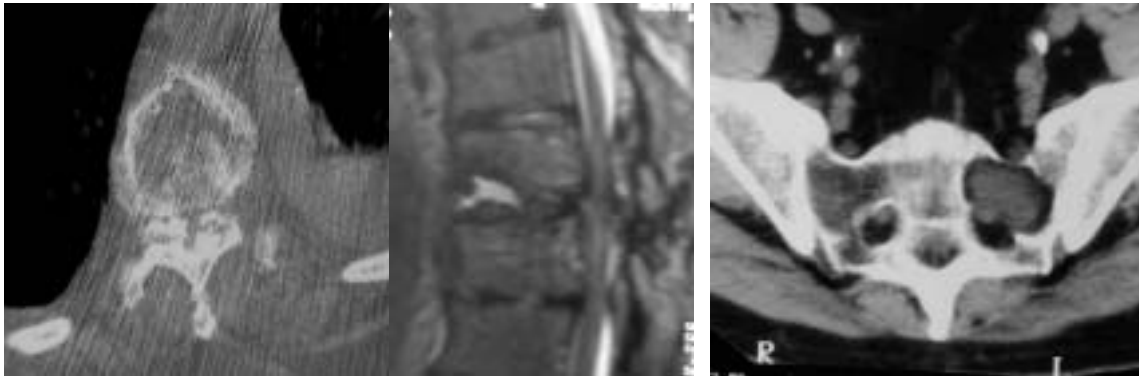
A y B) Extensa osteolisis del cuerpo vertebral con imagen de RM potenciada en T2 mostrando aumento de señal en el ángulo anteroinferior del cuerpo vertebral por absceso vs. cavidad necrótica post-traumática. FIG.63.- Lesión osteolítica no agresiva en el sacro; adyacente a agujero de conjunción, bien definida, con centro isodenso y periferia hipodensa (grasa).
